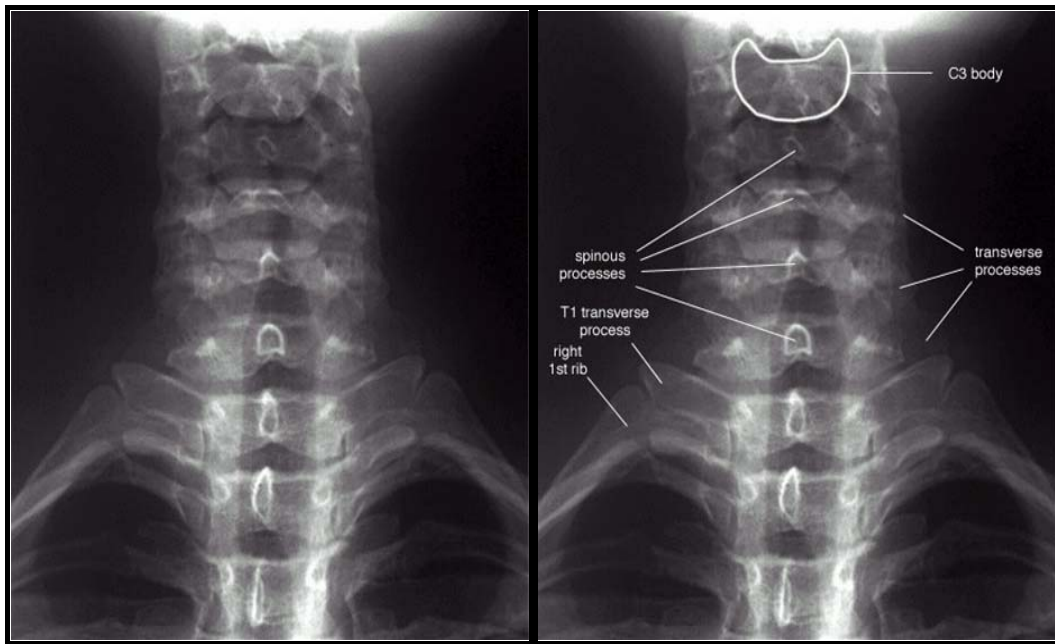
Radiographie du rachis cervical normale de face (78).
